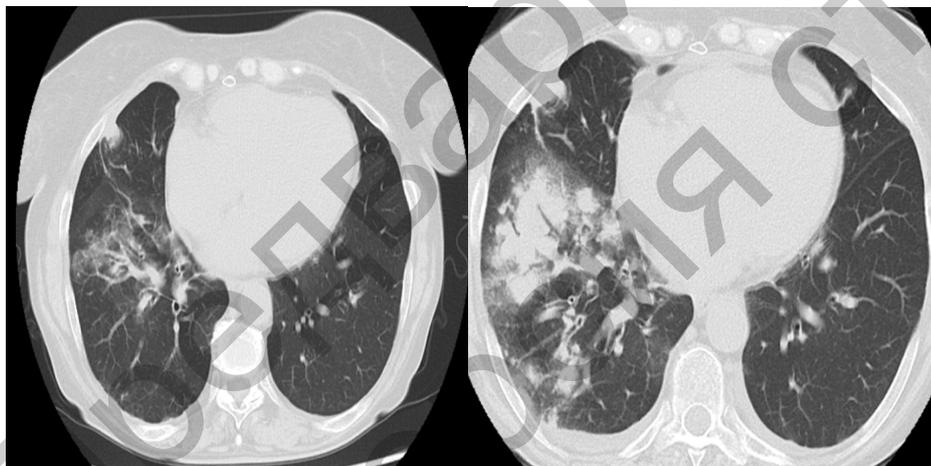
Компьютерная томография в грудной клетке.
